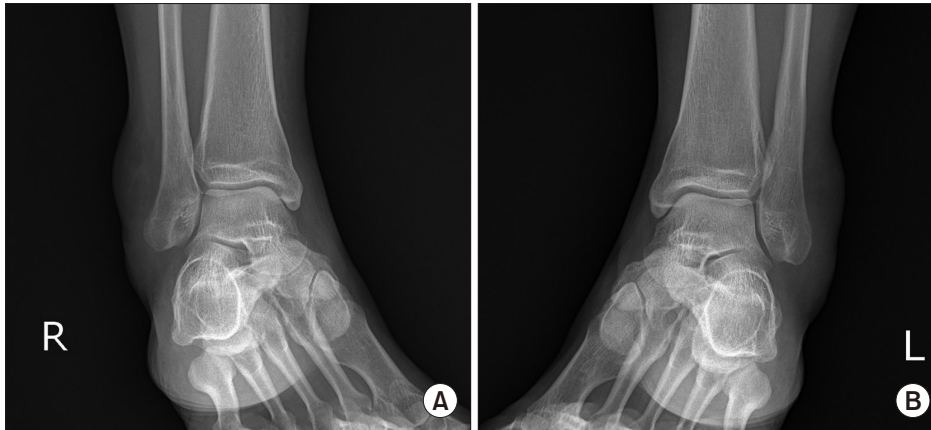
Internal oblique radiographs of the right ankle (A) and the left ankle (B) show soft tissue swelling of the postero-lateral ankle.
